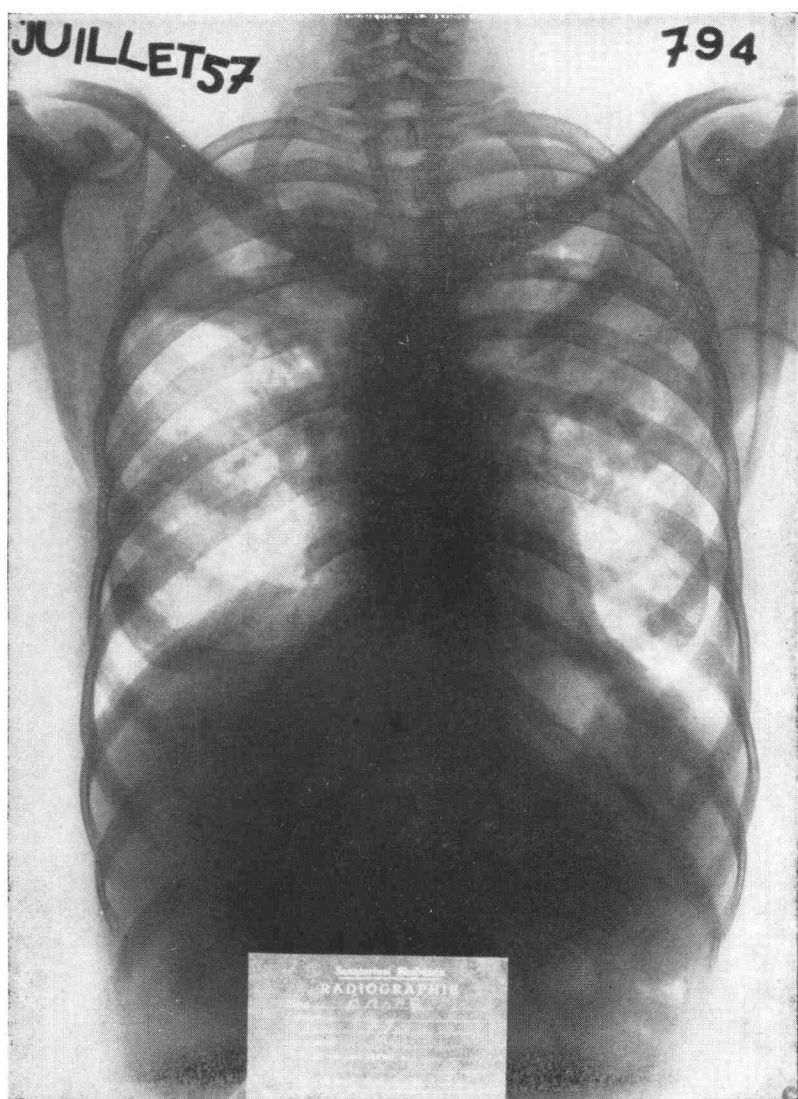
Observation n° 1. Radiographie à l'entrée au sanatorium montrant des lésions bilatérales étendues.
